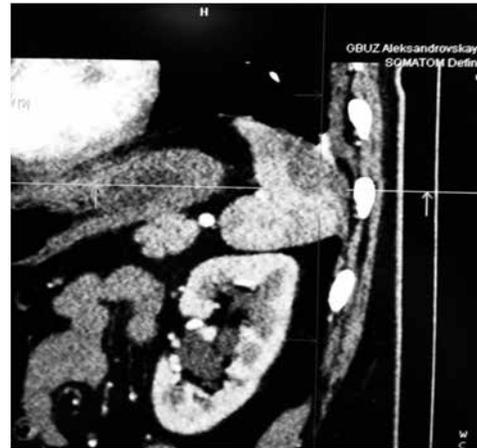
Магниторезонансная томография органов брюшной полости.
